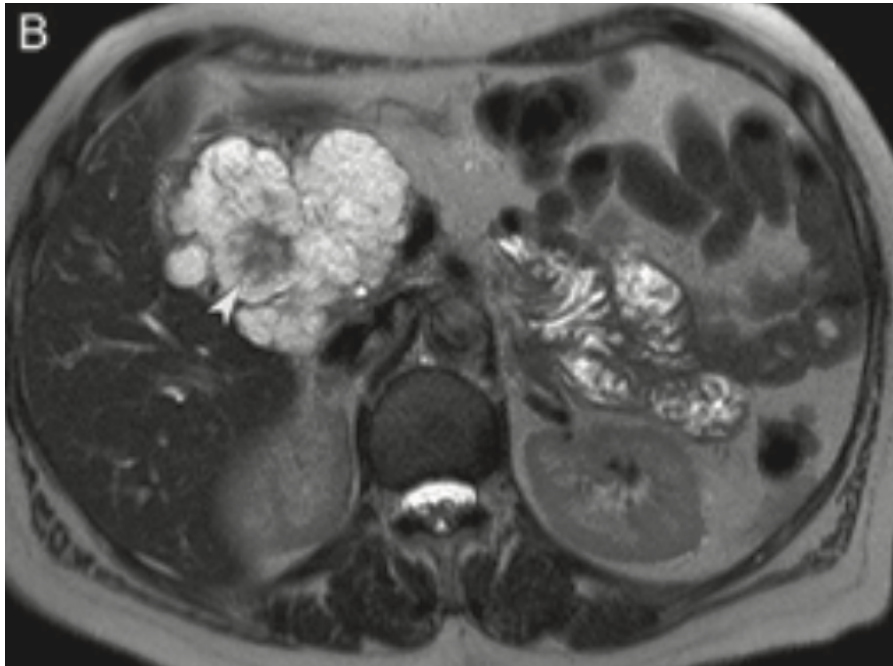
Cistoadenoma típico en RM(18)
